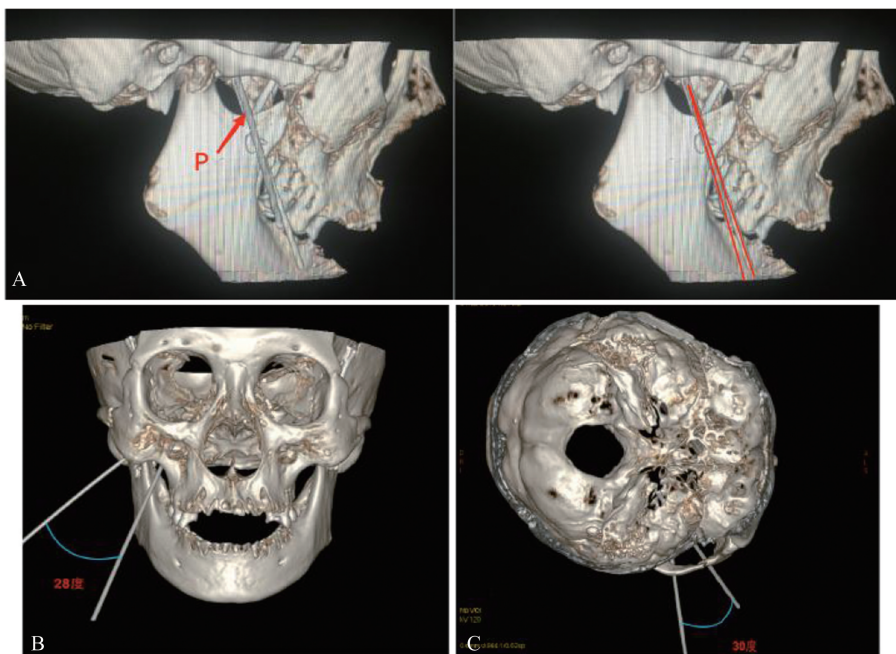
CT扫描后的颅骨标本和穿刺针的三维重建图像
